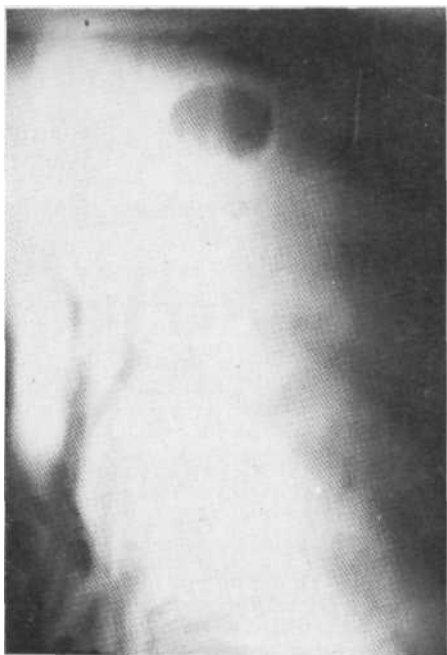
Томограмма в прямой проекции. Гамартохондрома без обызвествления. Контуры образования резкие, легочная ткань вокруг него не изменена. Операция.
